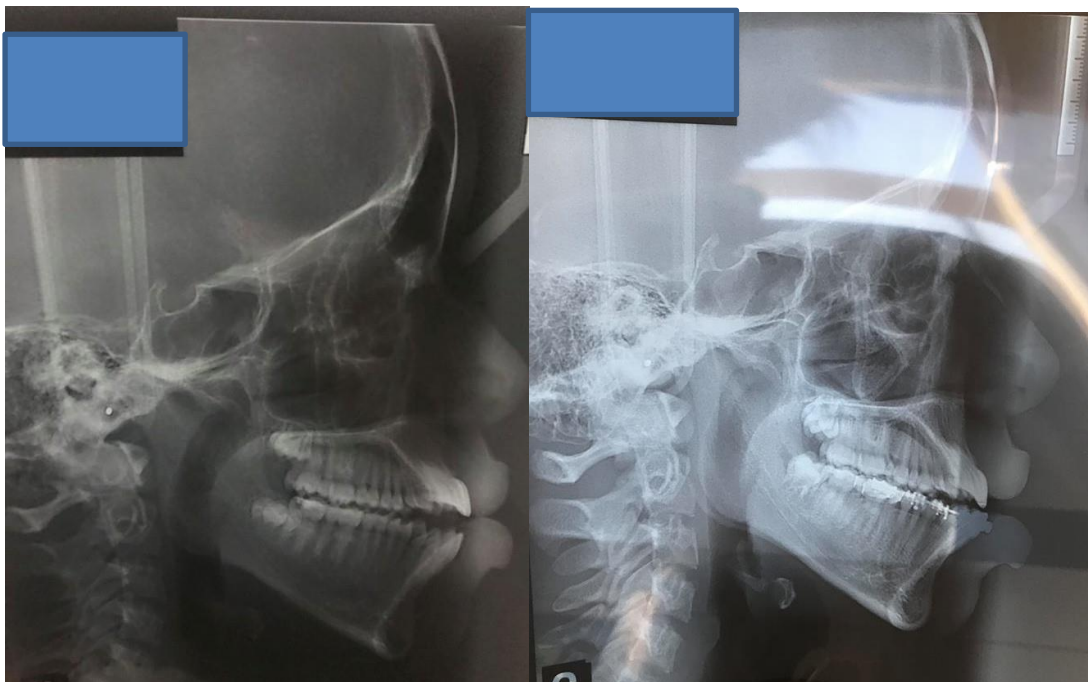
Fotos da telerradiografias inicial e reestudo(05/2018).
